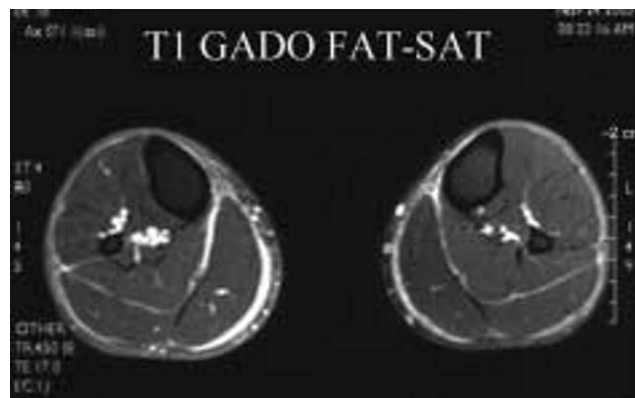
IRM montrant un épaississement des aponévroses superficielles et profondes, prédominant du côté droit.
